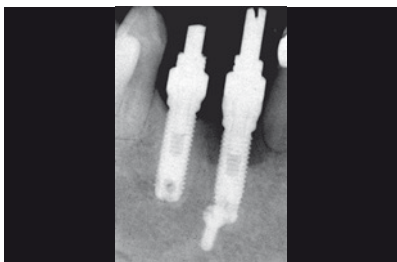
Radiografia iniziale che mostra una lesione a forma di cratere in corrispondenza dell'impianto nella regione 41. La vite miniaturizzata risale ad un intervento ortognatico eseguito 10 anni prima.
